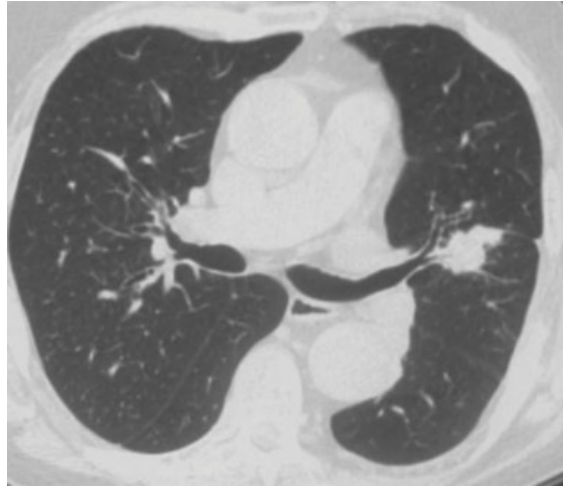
Tomodensitométrie (TDM) montrant une lésion du lobe supérieur gauche dans laquelle une bronche passe directement. Cela suggère, à juste titre, que la bronchoscopie serait positive (Ian Hunt et al ; 2009).
